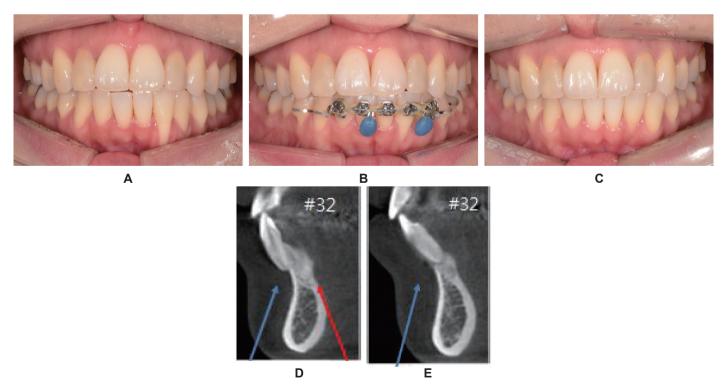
하악 좌측 측절치에서 심한 치은퇴축을 보이고 있다. 치근의 설측이동으로 치은퇴축이 많이 개선되었다. 치료 전(A), 중(B), 후(C) 구내 사진, 치료 전(D), 후(E) 콘빔방사선사진.
